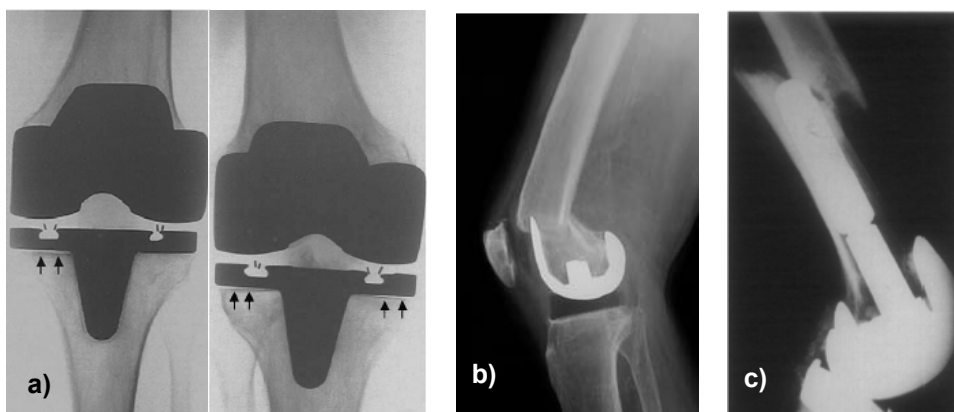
a) Radiografia a joelho com linhas de radiolucência [82]; b) Radiografia a joelho com fractura do fémur [83]; c) Radiografia com fractura do fémur proximal [84].
